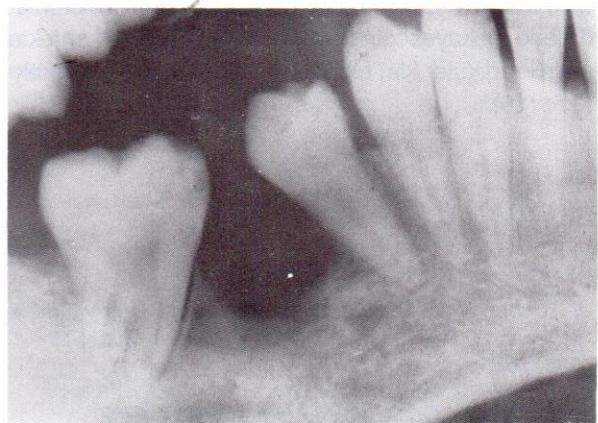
Kiston ameliyattan 9 ay sonraki ortopantomografisi.
